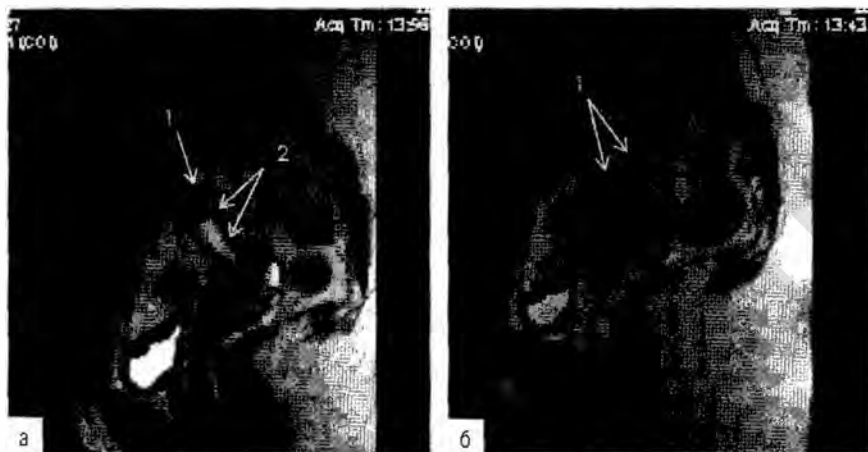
Магнитно-резонансная картина парциального сокращения матки или сокращение внутреннего слоя миометрия: а — на сагиттальной магнитно-резонансной томограмме на T2-взвешенном изображении отмечают: 1 — утолщение переходно-соединительной зоны в области дна матки; 2 — неравномерное утолщение всей переходно-соединительной зоны; б — сагиттальные магнитно-резонансные томограммы той же пациентки показывают отсутствие вышеописанных изменений, переходно-соединительная зона равномерной ширины (1). тоническое сокращение не наблюдают.
